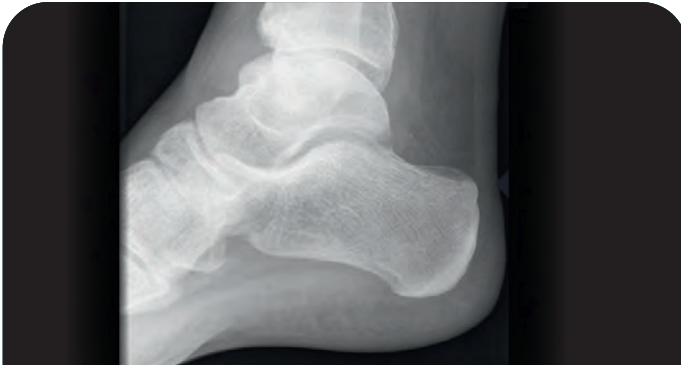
Röntgenbild einer Enthesitis bei peripherer SpA: Oben normales Sprunggelenk in Seitenansicht, unten Patient mit peripherer SpA und knöchernen Anbauten der Sehnenansätze am Fersenbein als Ausdruck einer Enthesitis (Pfeile)
